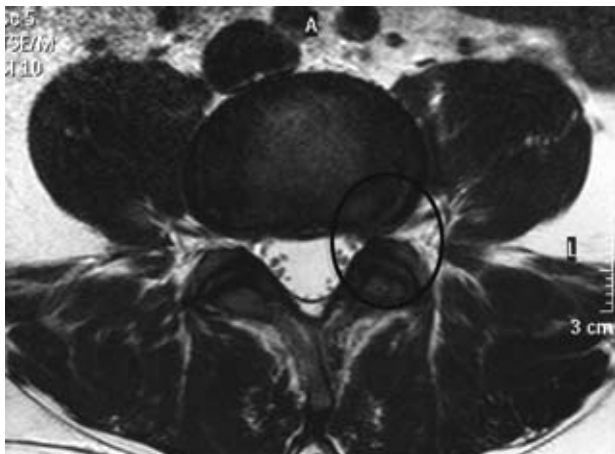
Imagen de RM en un corte axial donde se observa estenosis foraminal izquierda con afectación de la raíz emergente.
